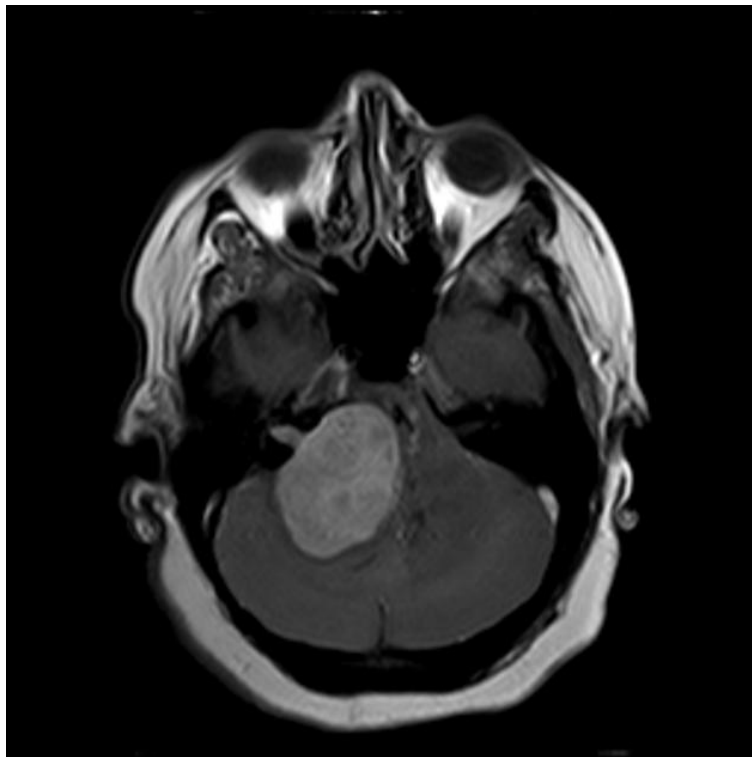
Image IRM d'une tumeur schwannome
